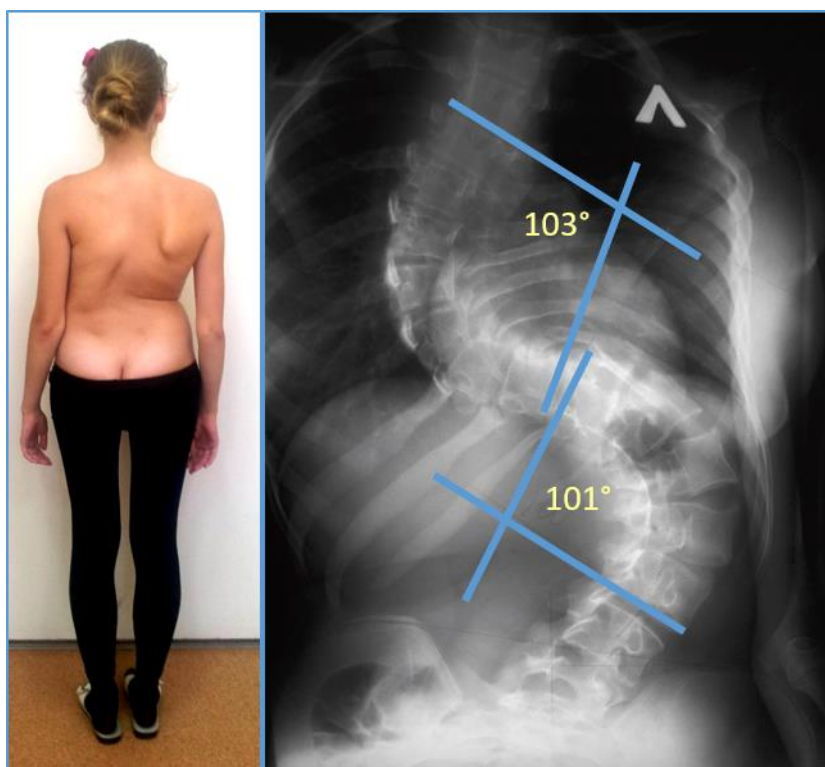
Внешний вид и рентгенография пациентки А до оперативного лечения.
